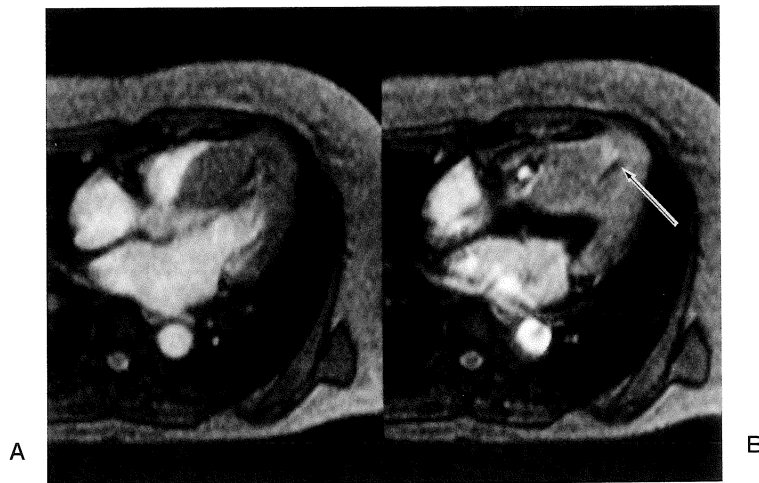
Hypertrophic obstructive cardiomyopathy (mid-ventricular obstruction, MVO) Cine MRI of horizontal long axis plane show marked thickening of septum. In systole (B), lumen of mid-ventricle is obliterated. Note the lumen of apex is not obliterated (arrow). A. enddiastole B. endsystole
